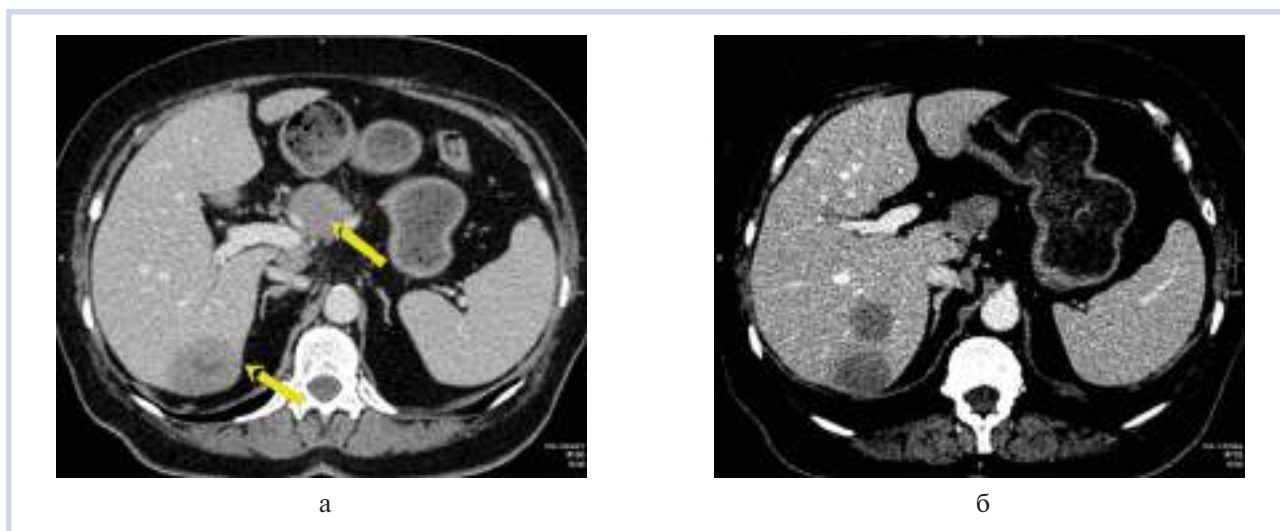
КТ брюшной полости с внутривенным контрастированием.
